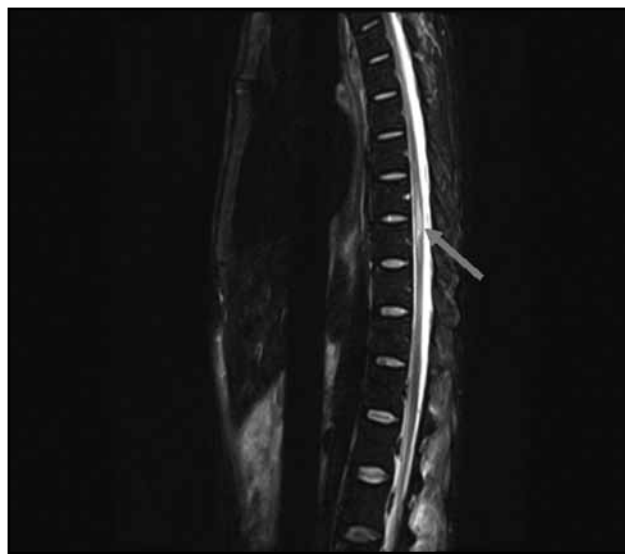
Lesión al mismo nivel T10 observada en T2 de RM con edema e hipercaptante del medio de contraste e hipointensa.
